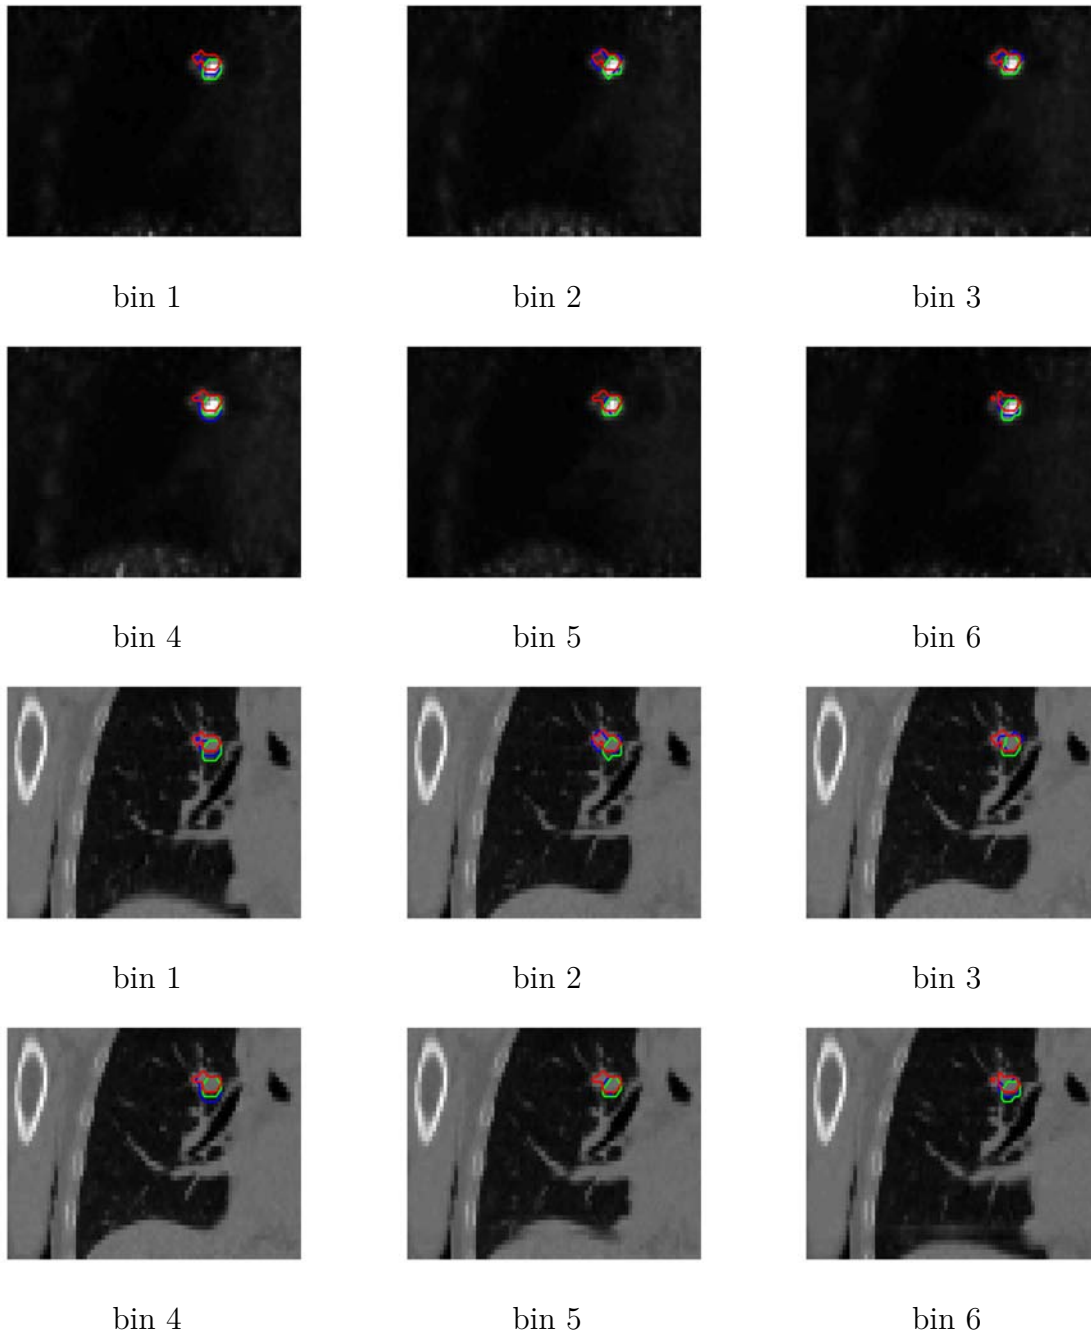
Patient B : Résultats de segmentation sur le plan coronal en TEP et en TDM pour chaque bin temporel. Rouge : méthode proposée ; vert : segmentation par seuillage adaptatif ; bleu : segmentation manuelle.
